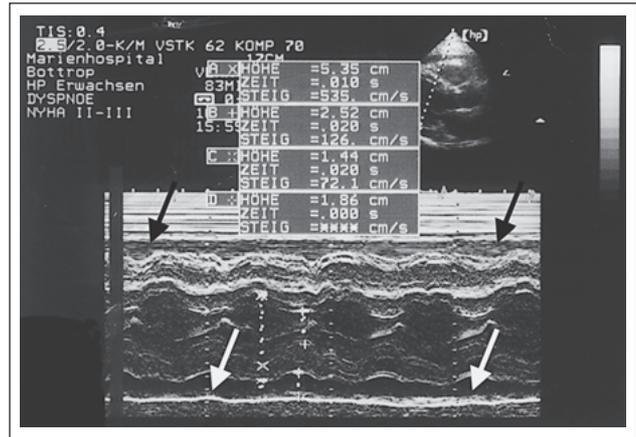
Echokardiographie, parasternale Längsachse (Pfeile = Perikarderguß).
